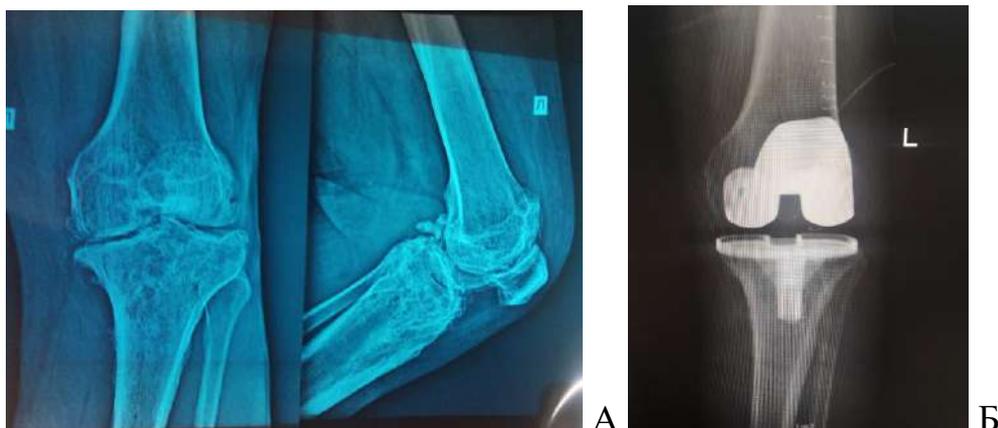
Рентгенограммы больного Б., 56 лет. А — остеоартрит левого коленного сустава III ст. Б, В — рентгенограммы после эндопротезирования коленного сустава. Г, Д — рентгенограммы через 6 мес — асептическая нестабильность эндопротеза. Е, Ж — удаление компонентов импланта, установка ревизионного эндопротеза LSSC
